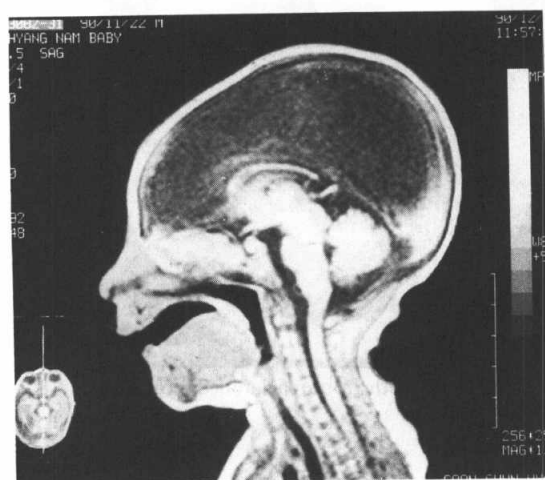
On T1WI of sagittal MRI (400/38), clearly outlined corpus callosum may suggest intact ventricular system. And paper-like thinning of gray matter with residual parenchyme were noted at frontal and occipital area.
